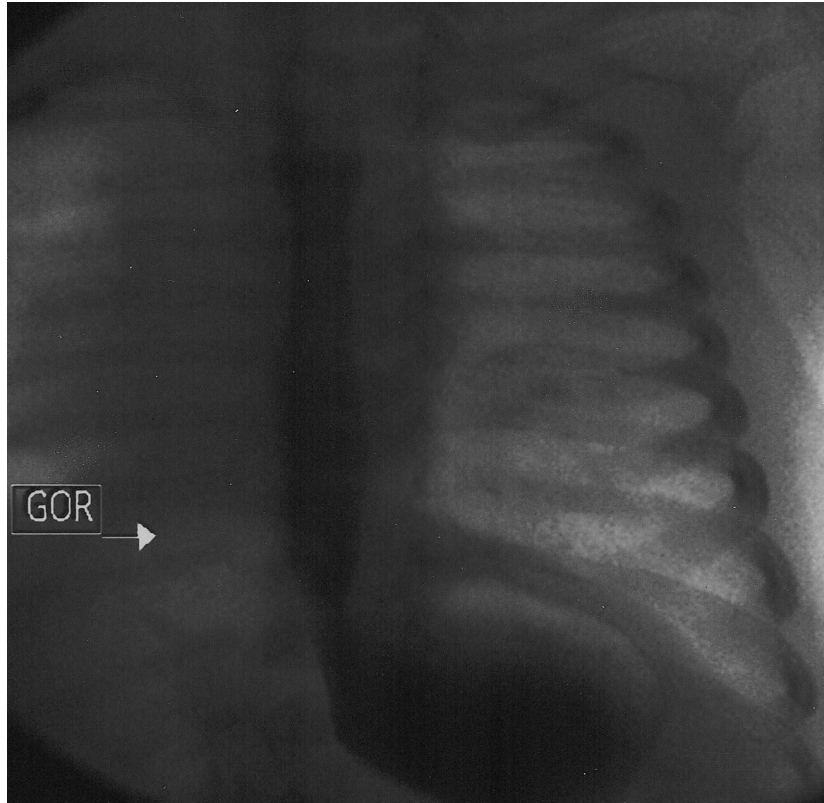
Ameliyat sonrası 6. ay semptomatik darlık gelişen hastamızın özofagografisi.
